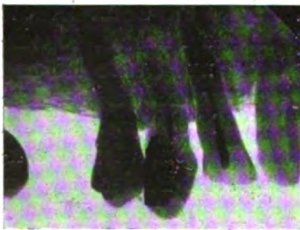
Röntgenaufnahme des nach unten gewachsenen Prämolaren. Zwischen dem Kieferrand und der Schmelzgrenze ist der Zahnhals frei von Alveolar-knochen.
